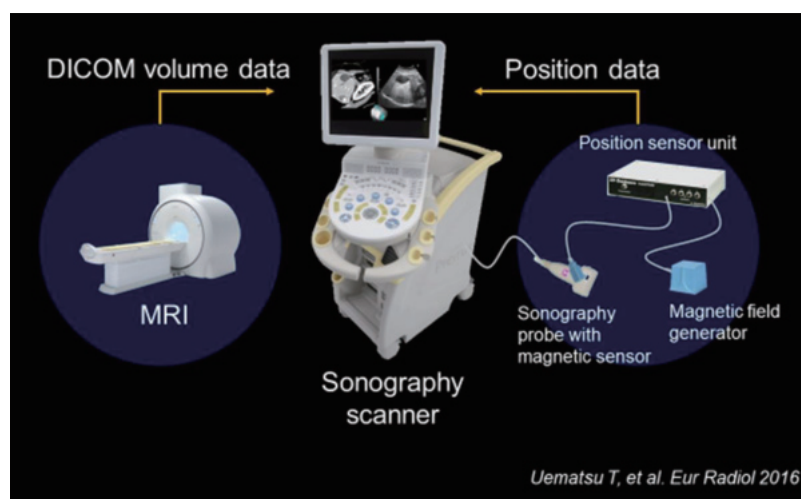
超音波fusion systemの概要図
